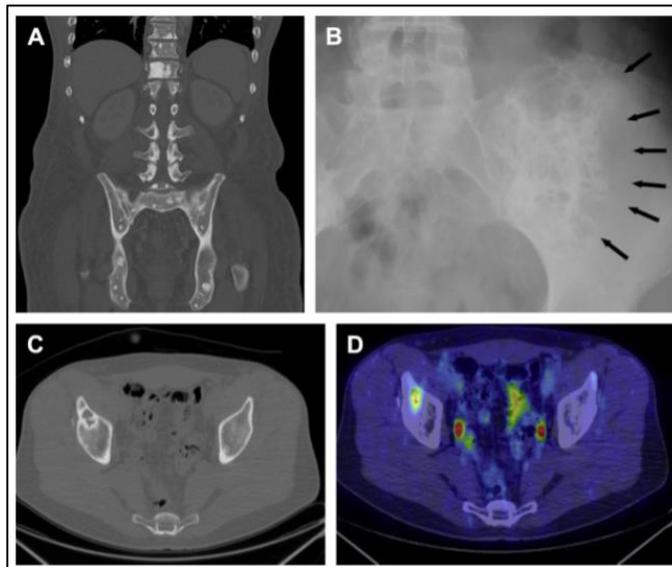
Lesiones de hueso en Síndrome POEMS. (A) Lesiones escleróticas difusas observadas en las ventanas óseas de la tomografía computarizada. (B) Lesión mixta lítica y esclerótica, lesión en burbujas de jabón. (C) Lesión lítica con borde esclerótico de isquion derecho. (D) Aidez de la lesión mediante fluorodeoxiglucosa.
